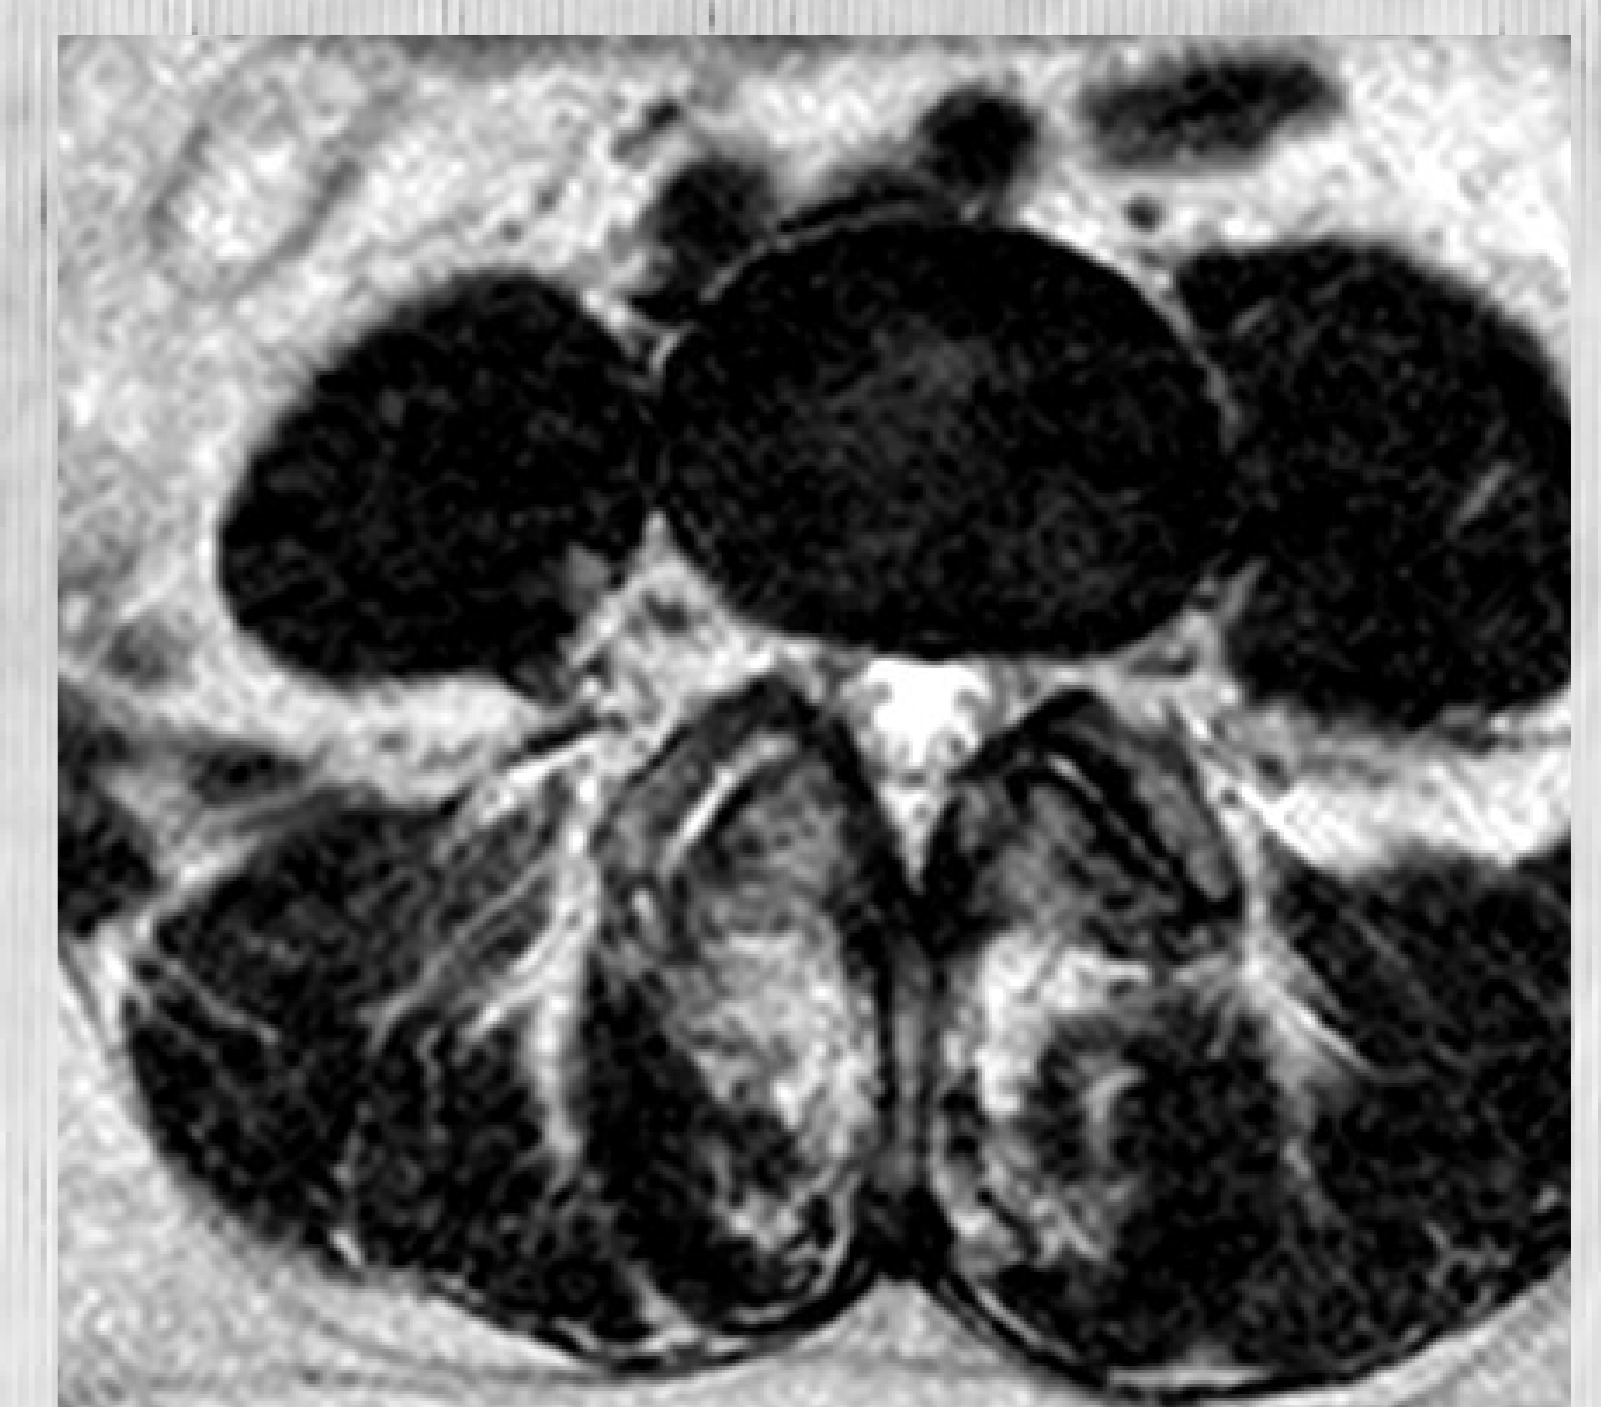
RM lumbar, secuencia T2, después del tratamiento
